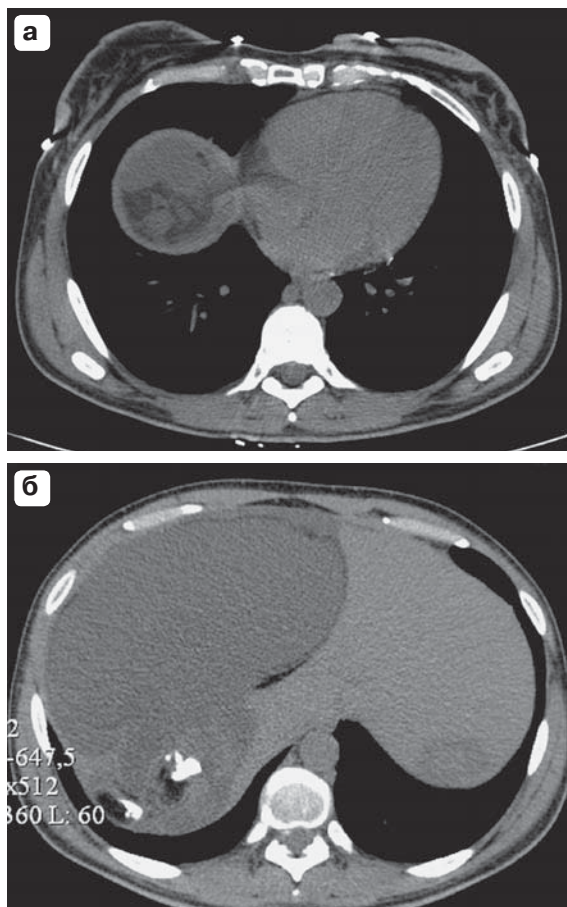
Компьютерная томограмма. Кистозная тератома правой доли печени. а, б – аксиальная проекция, различные структурные компоненты образования; в – сагиттальная проекция, краниокаудальное распространение образования.
